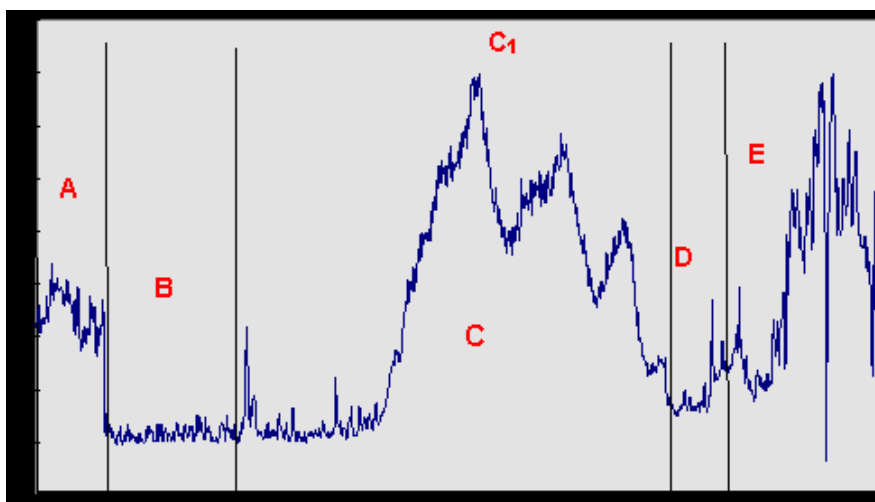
Лазерная доплерфлоуметрия. Кожная перфузия при облитерирующем атеросклерозе.
